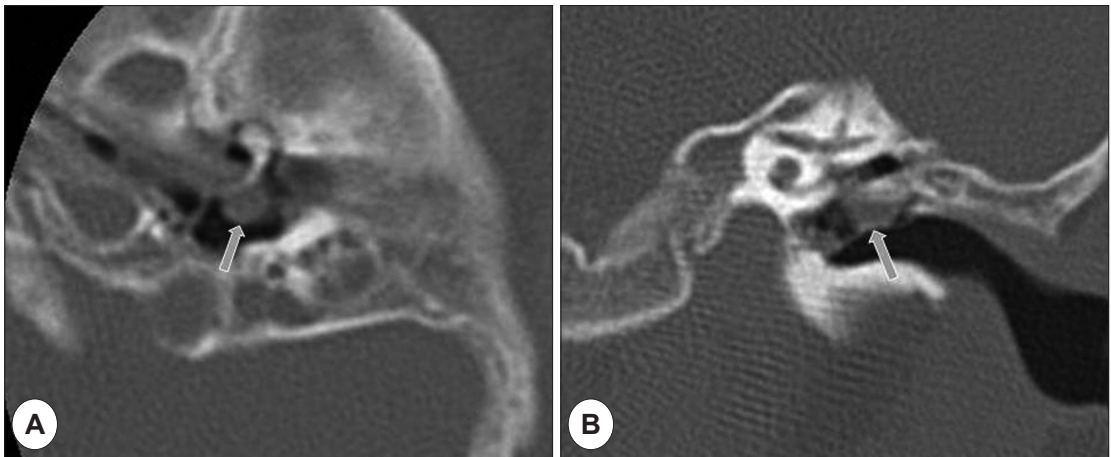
High-resolution computed tomogram of the left temporal bone. Soft tissue shadow (arrow) in the tympanic cavity close to the facial nerve. A : Axial view. B : Coronal view.
